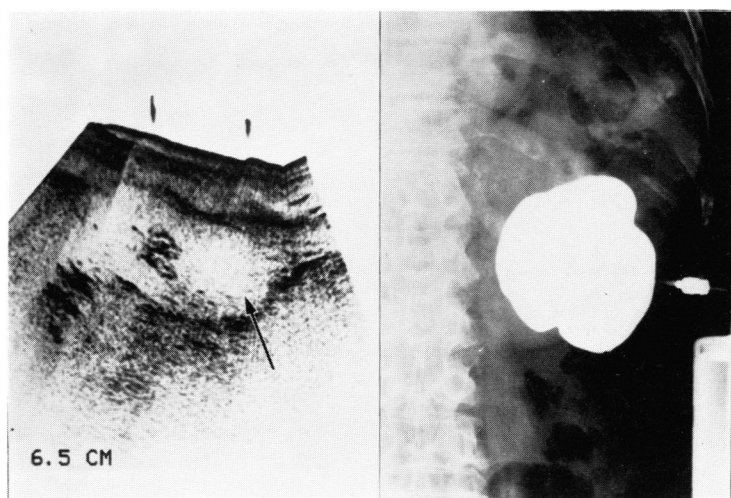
Ultrasonogram shows a sonolucent mass. Renal cystogram depicts a smooth-walled cyst
